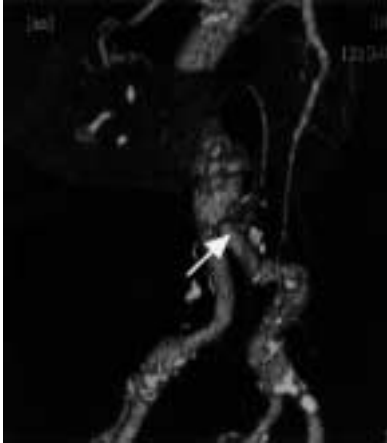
Postoperative 3D-CTA revealed that the rebuilt renal artery was imaged good.
